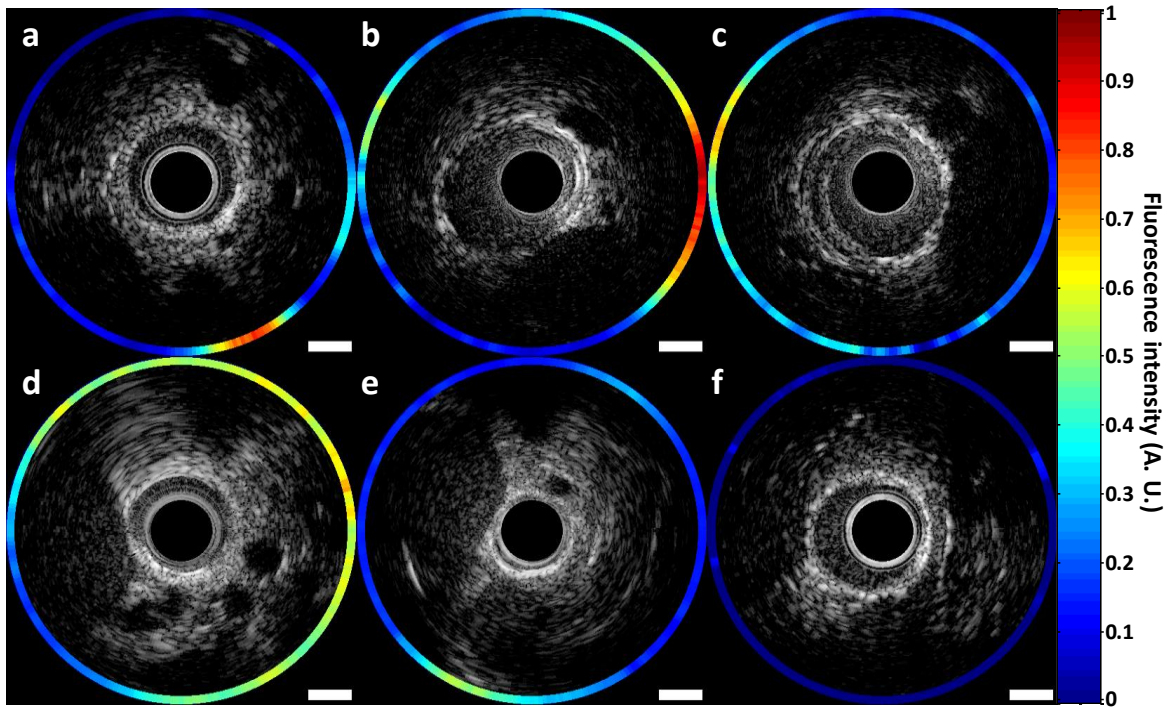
Integrated intravascular ultrasound (IVUS) and near-infrared fluorescence (NIRF) imaging *in vivo*. (a-e) Integrated IVUS/NIRF images of aortic segments of rabbits fed a cholesterol-enriched diet; (f) image of a rabbit on a regular diet, outside balloon-dilated area. The contour in the IVUS image represents the fluorescence signal intensity. Scale bar is 1 mm. A.U., arbitrary units.
